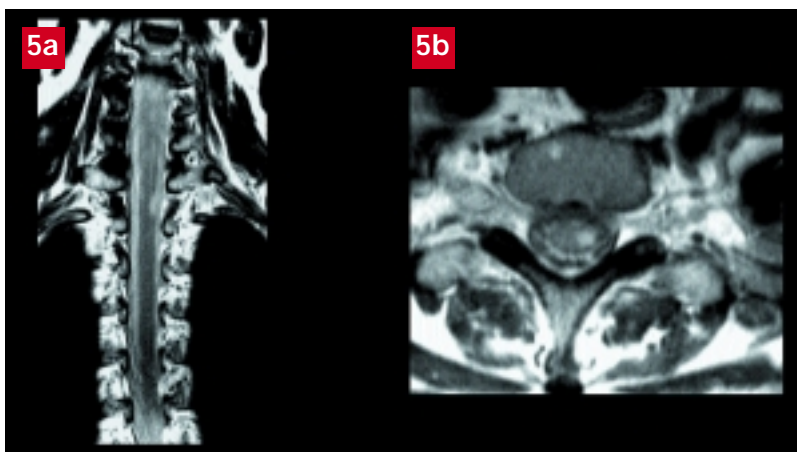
IRM de la moelle cervicale, séquences pondérées en T2. Coupe coronale en 5a et coupe axiale en 5b montrant une zone d'hypersignal intramédullaire latéralisée du côté droit.
